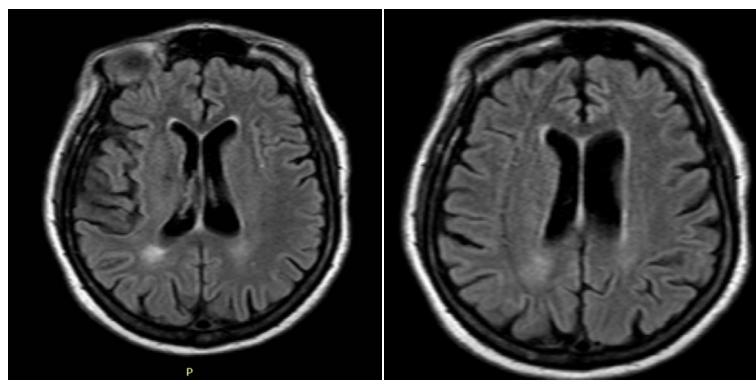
Resonancia nuclear magnética de cerebro: atrofia cortical, focos de gliosis periventricular.
